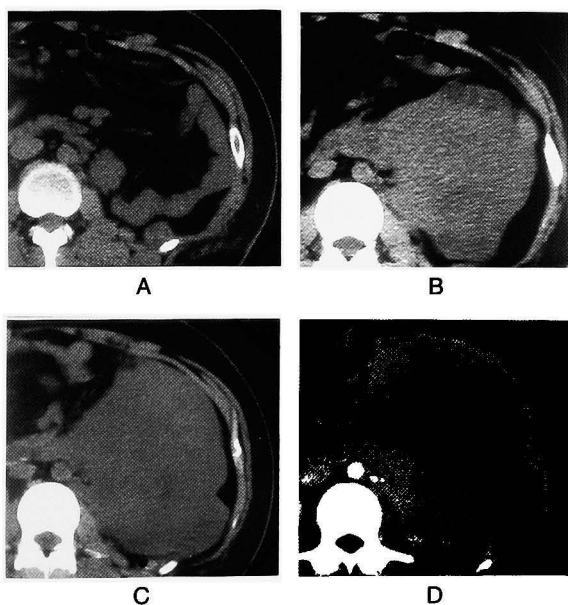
Computed tomography before and after chemotherapy. A: 3 months after operation at local recurrence. B: 4 months after operation. The mass increased in size. Chemotherapy was immediately started. C: 5 months after operation (after 1 chemotherapy cycle). D: 6 months after operation (after 2 chemotherapy cycles). No favorable response to chemotherapy was observed.
